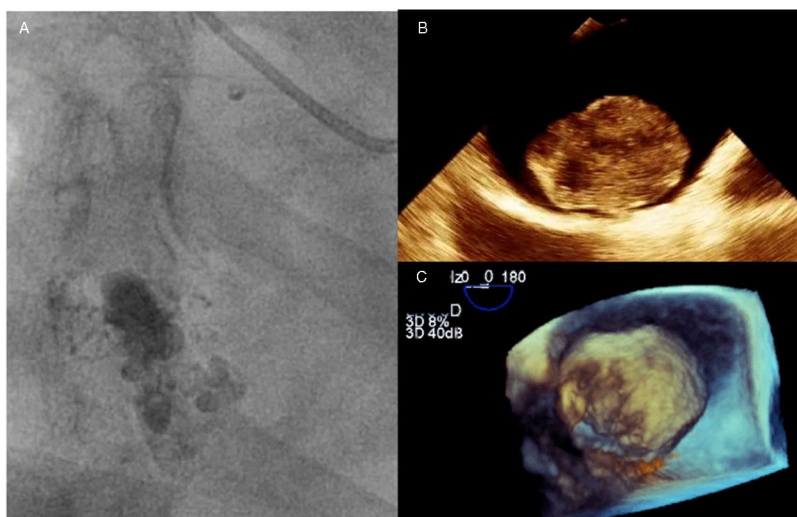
Mixoma cardíaco. A. Cateterismo cardíaco que evidencia hipervascularización del tumor posterior a la administración de medio de contraste en la arteria coronaria. B. Ecocardiograma transesofágico en vista bicava que evidencia mixoma adherido por pedículo al septo interauricular. C. Imagen de ecocardiografía tridimensional que evidencia localización y relación con estructuras adyacentes. Cortesía: Dr. Gustavo Restrepo, Clínica Medellín. Medellín, Antioquia.
